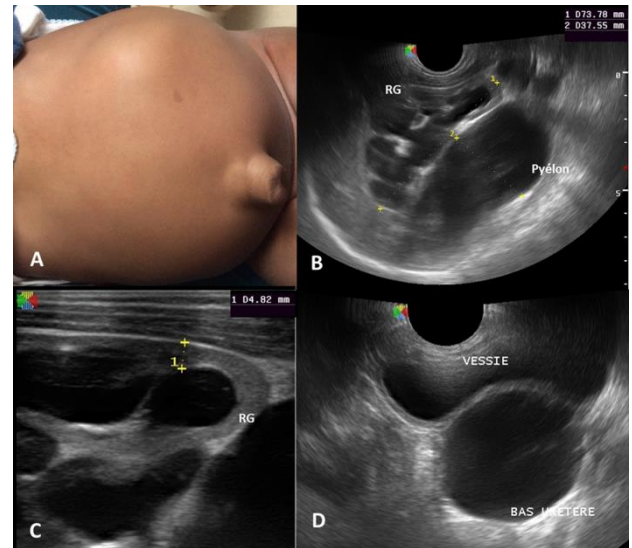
Masse du flanc gauche révélatrice d'un mégauretère chez un nourrisson de 7 mois. Urétéro-hydronephrose de grade IV à l'échographie.
